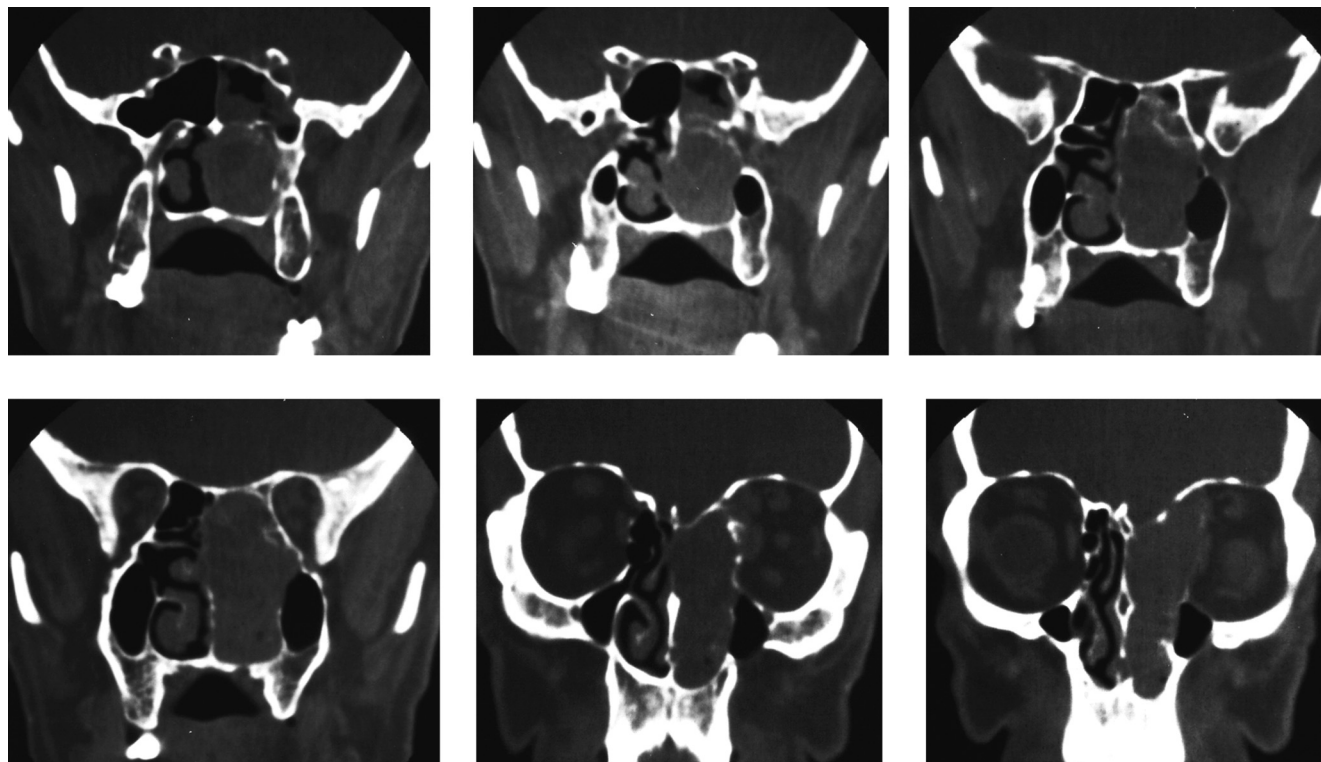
Neurofibroma nasoetmoidal: TC coronal com janela de partes moles evidencia massa sólida nasoetmoidal remodelando a parede medial da órbita.
